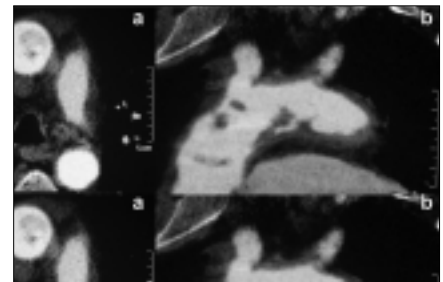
Axial (a), sagittal (b), and coronal (c) slab computerized tomography images created with MinIP show multiple intraaortic thrombi
